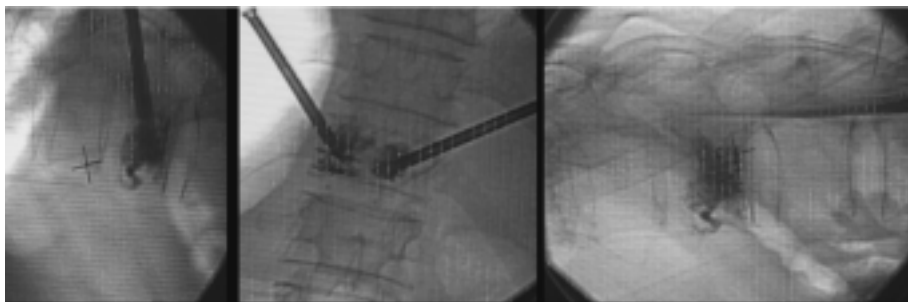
X-ray identification of the pedicles (A) and introduction of the bone needle into the vertebral body. Deflated kyphoplasty balloons are inserted through working cannulas (B). The gradual, pressure-controlled inflation of the balloons reduces the damaged vertebra (C, D).
